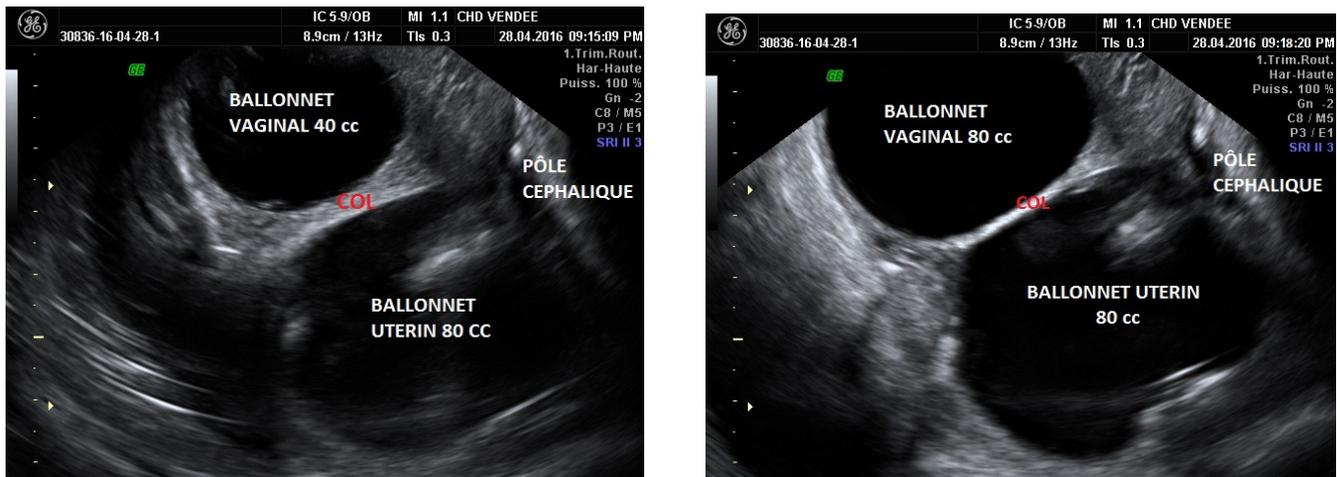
Images échographiques (voie endo-vaginale) après pose d'une sonde à double ballonnet
